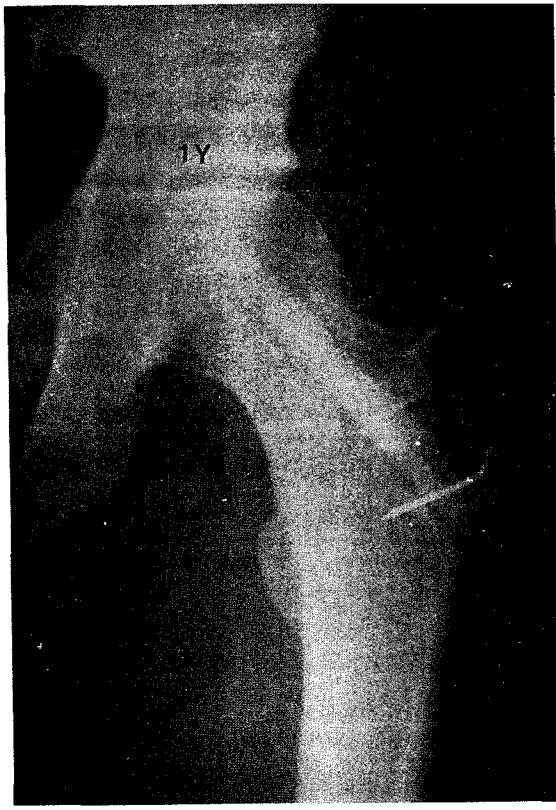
One year follow-up radiographic finding shows living grafted half splitting fibula which contributed in protection of the femoral head collapse in avascular necrosis of the femoral head patient.
